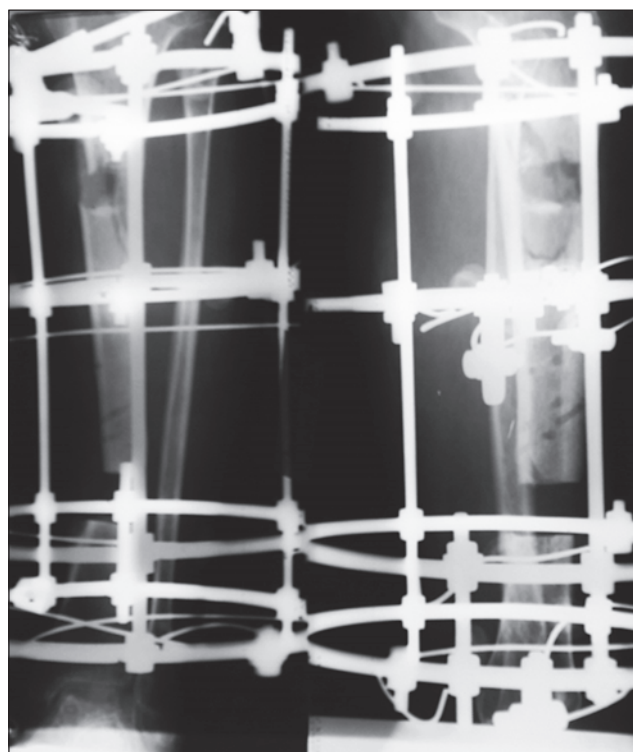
Рентгенограма білокального остеосинтезу великогомілкової кістки з проведенням додаткової спиці для запобігання запрокиданню «транспорту»
